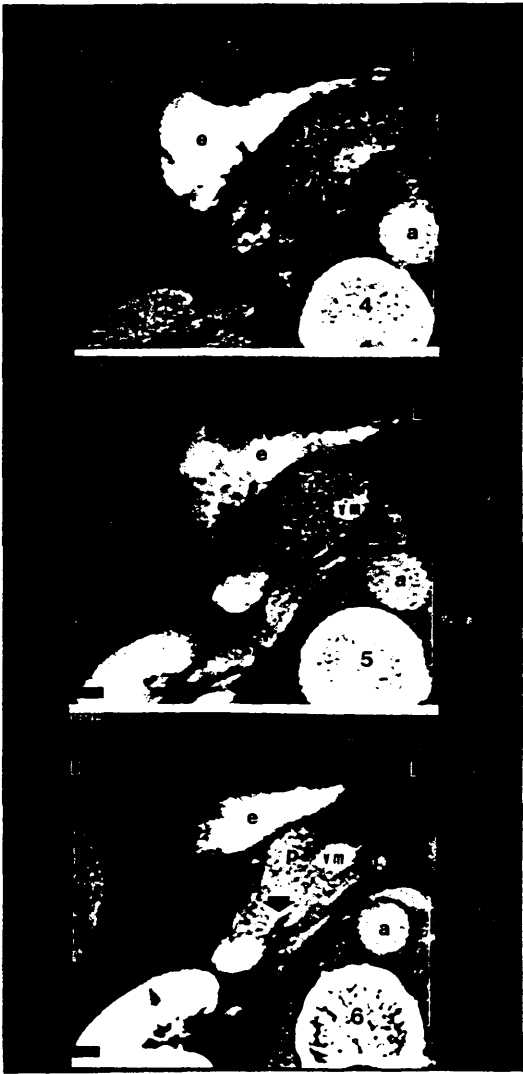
(Continuación...) Anatomía por TC de la vía biliar normal.
